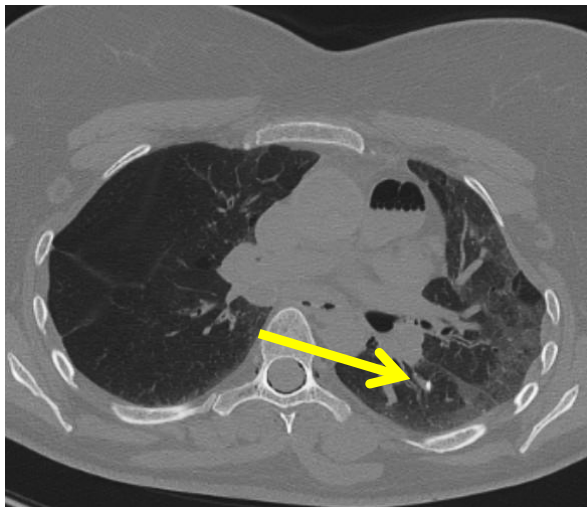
Axiales CT-Bild (horizontaler Schnitt) durch die Brust auf Höhe knapp oberhalb des Herzens (Betrachtung von unten) in einem Fall halbscharfer Gewalt gegen den Kopf. In einer Verzweigung der Atemwege innerhalb der linken Lunge findet sich ein kleiner Knochensplitter (Pfeil), der aus einer Schädelbasisverletzung eingeatmet wurde (siehe Abschn. 16.2, Vitalreaktionen seitens der Atmung).
